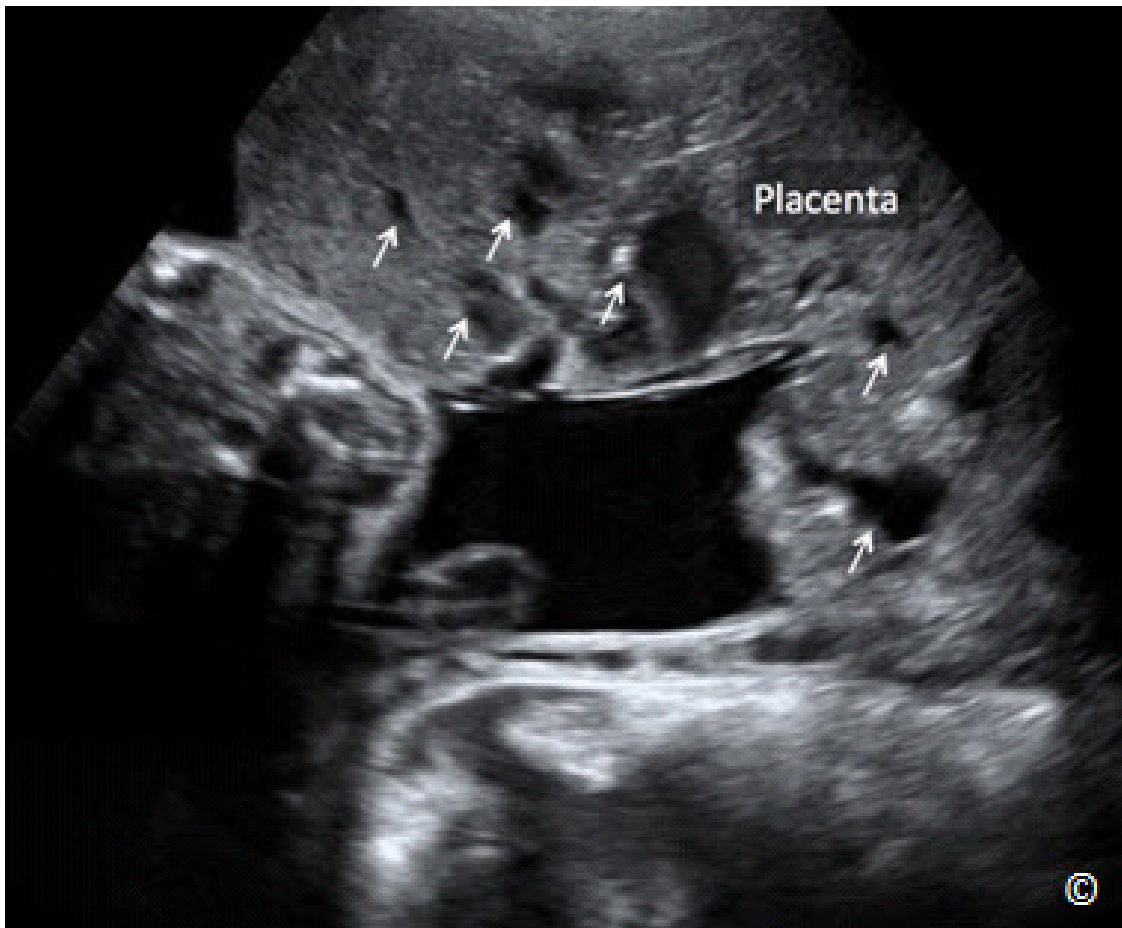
Ecografía transabdominal durante el tercer trimestre que muestra una placenta acreta (etiquetado como placenta). Obsérvese la presencia de múltiples lagunas en la placenta (flechas).
